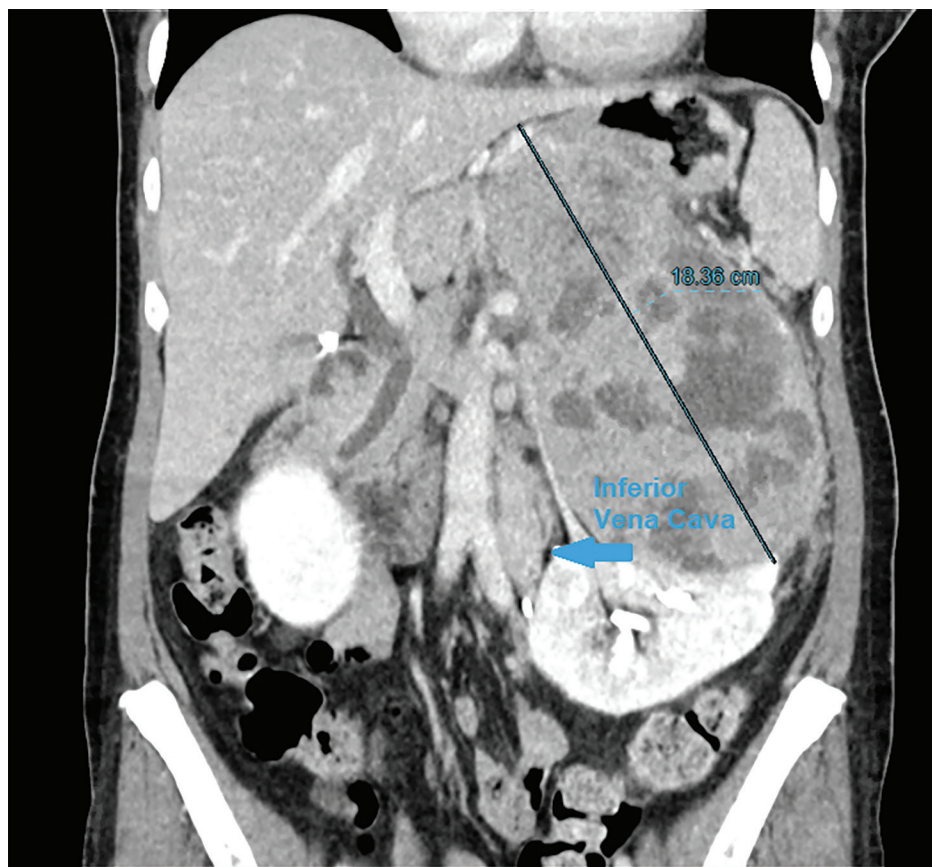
CT of the abdomen and pelvis (coronal view) showing a large left-sided renal mass and a left-sided inferior vena cava (arrow).
